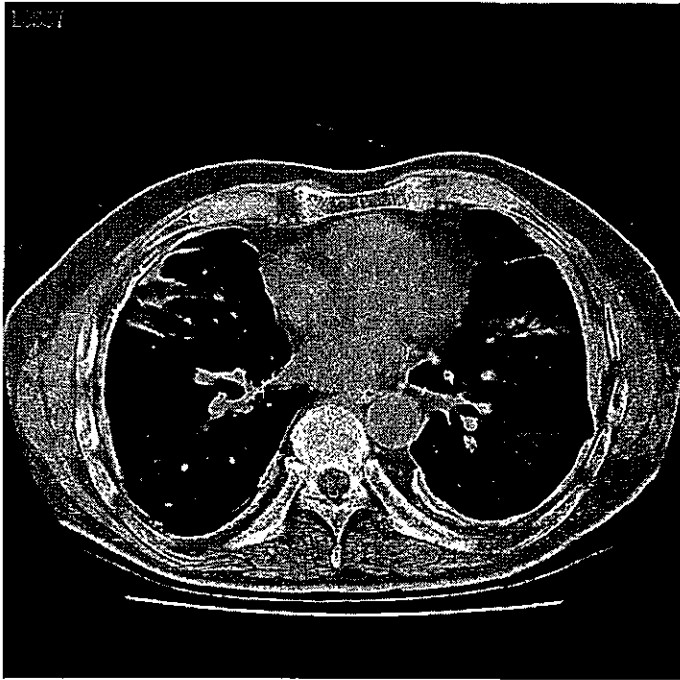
びまん性胸膜肥厚認定時の胸部 CT 肺野条件では
